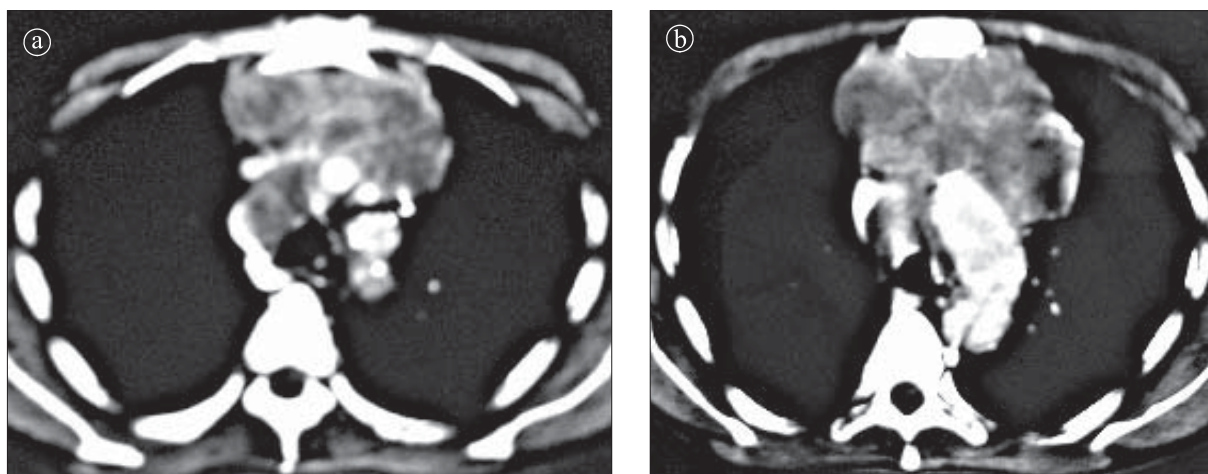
Timom. a), b) Secțiuni CT torace postcontrast. Masă voluminoasă situată retrosternal, anterior față de vasele mari, cu structură inomogenă.
